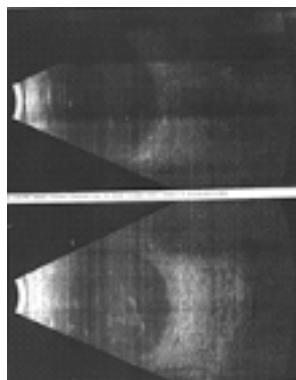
УЗИ от (11.11.2024):
